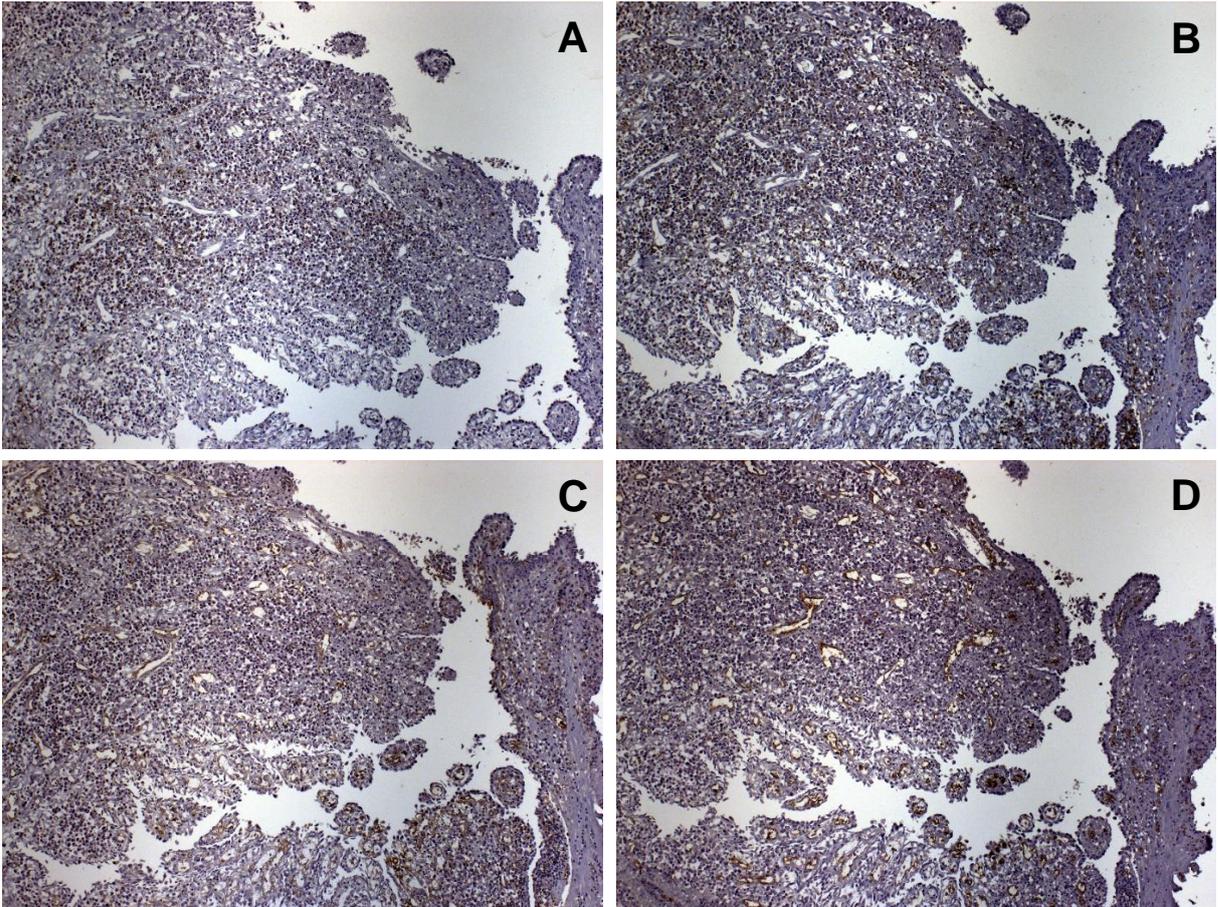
Expressão dos marcadores CD44 –(Figura 5A), CD73 (Figura 5B), CD45 (Figura 5C), CD105 (Figura 5D) em granuloma periapical (200X, PrimoStar, Carls Zeiss, Zurich, Switzerland).
